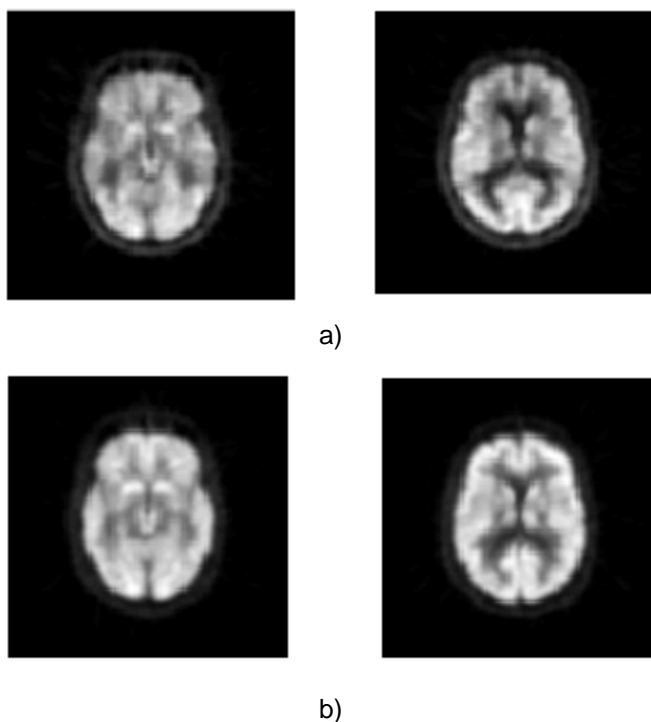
Imagem PET em corte axial: a) classe AD; b) classe Normal.
